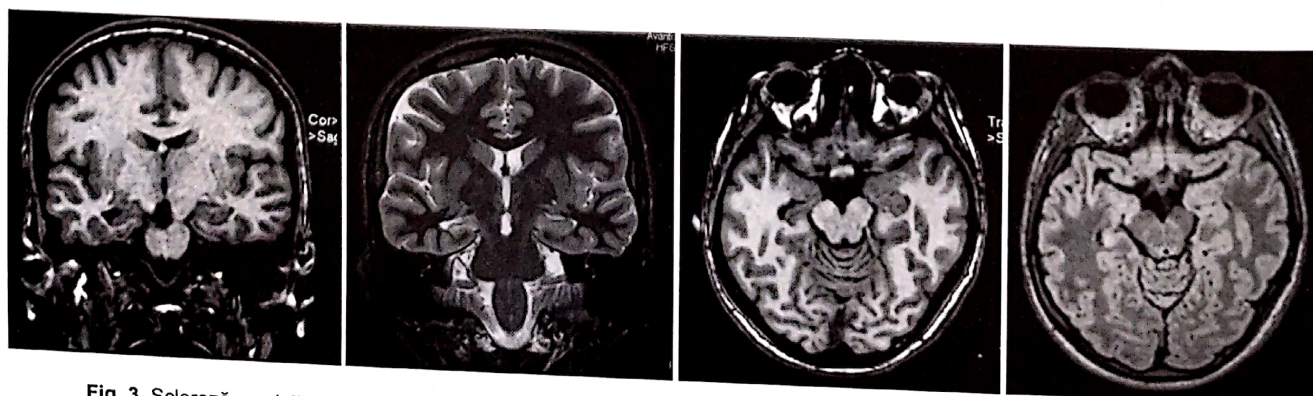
Scleroză mezială hipocampală dreaptă: atrofia hipocampusului (T1), hiperintensitatea structurilor meziale (T2, FLAIR).
